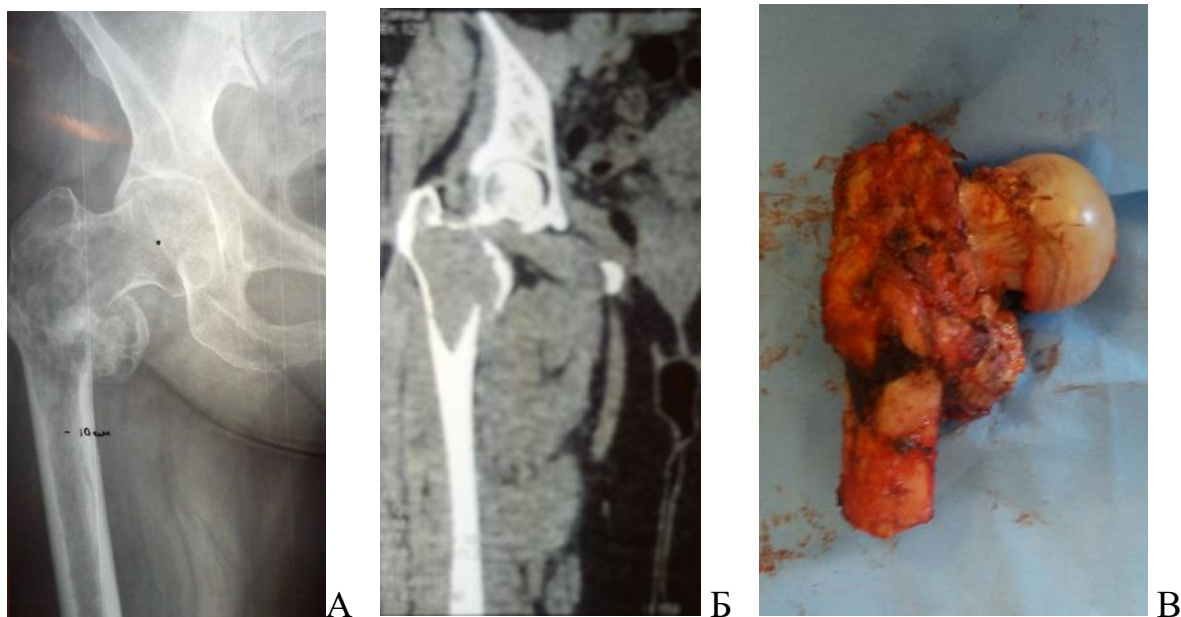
Рентгенограмма с предполагаемым уровнем резекции (А); КТ исследование – произведена оценка степени деструкции кости (Б); резецированный проксимальный отдел бедренной кости (В)
